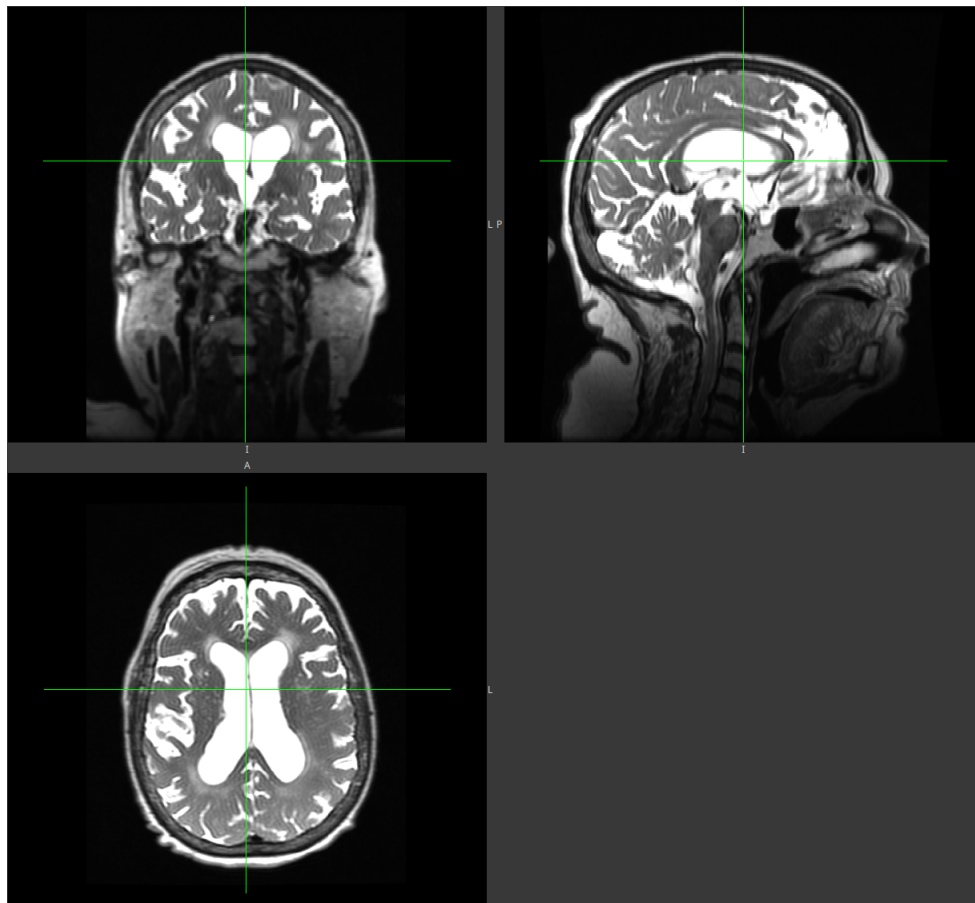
Una representación de la estructura interna del cerebro a través de una radiografía MRI.
